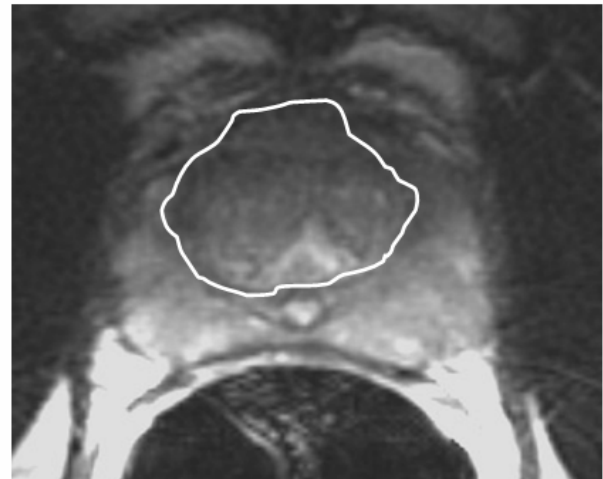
Beispiel einer freihändig eingezeichneten ROI zur Planimetrie der zentralen Zone der Prostata. Axiales T2-gewichtetes MRT-Bild.
